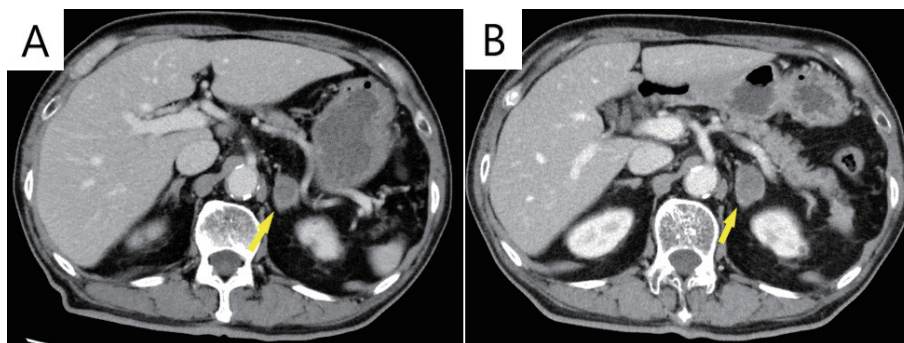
A: Two months after surgery, computed tomography shows a 20 mm metastatic adrenal tumor.
